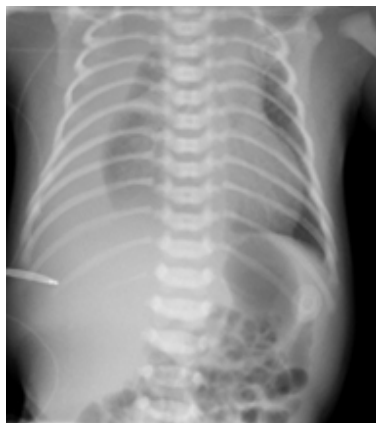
Chest X-ray. Pleural effusion on the right site
